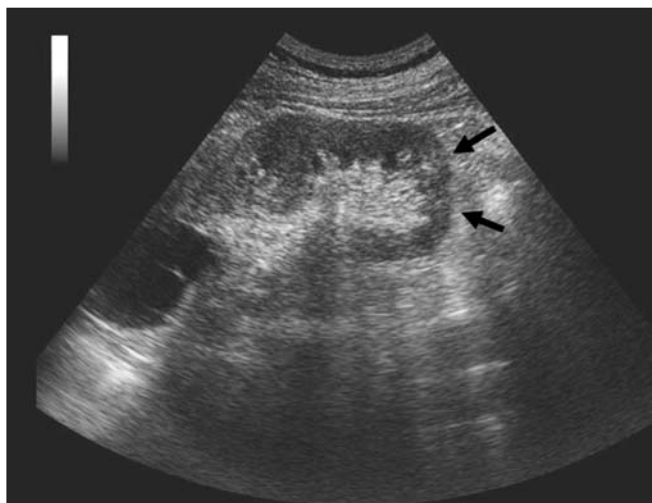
Ecografia eseguita 5 giorni dopo il ricovero. Scomparsa dell'area anecogena a carico del polo inferiore del rene di destra.
